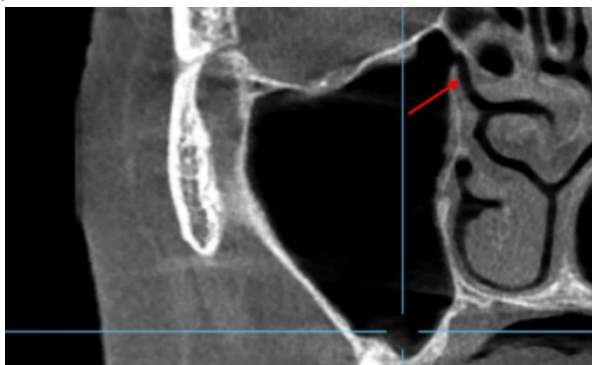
Secțiune din TC: evaluarea complexului osteo-meatal (săgeata) și stării mucoasei sinusului maxilar
